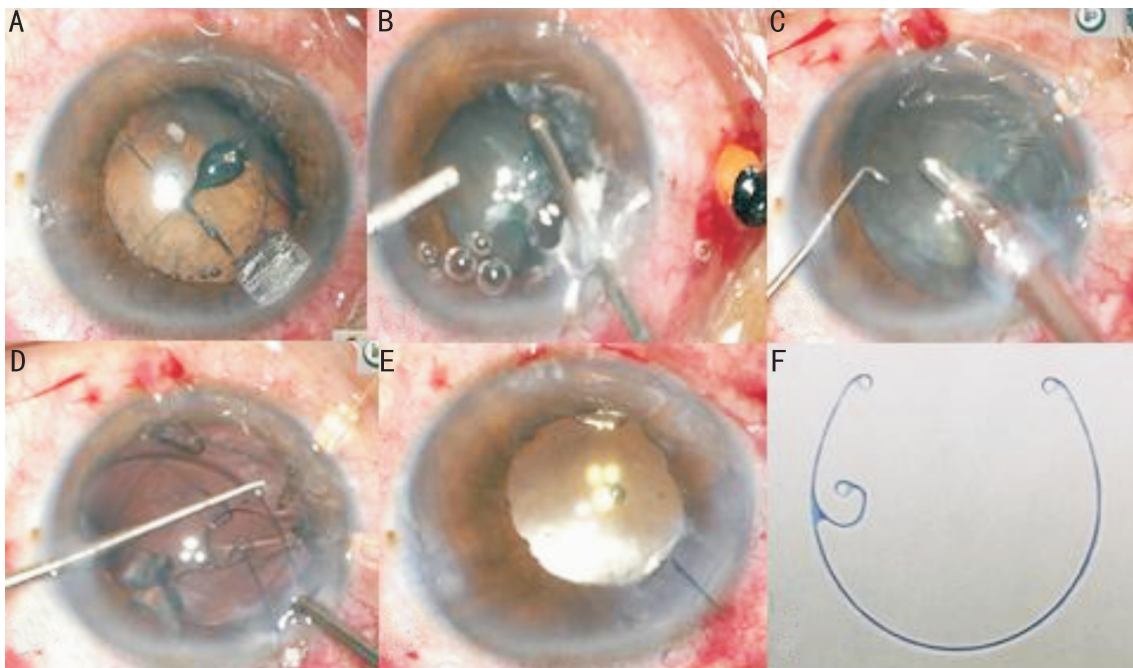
飞秒激光辅助晶状体不全脱位超声乳化吸除术中照片 A:左眼鼻下方160°晶状体不全脱位及飞秒激光后前囊膜连续环形撕囊和四分法劈核;B:曲安奈德染色下行角膜缘和睫状体平坦部联合入路前段玻璃体切除;C:三个囊袋拉钩支撑下行晶状体超声乳化;D:皮质吸出前囊袋内植入单钩MCTR;E:手术结束,MCTR及IOL位置居中,MCTR固定钩位于鼻下方晶状体不全脱位位置;F:术中植入的Morcher 2C型MCTR。
